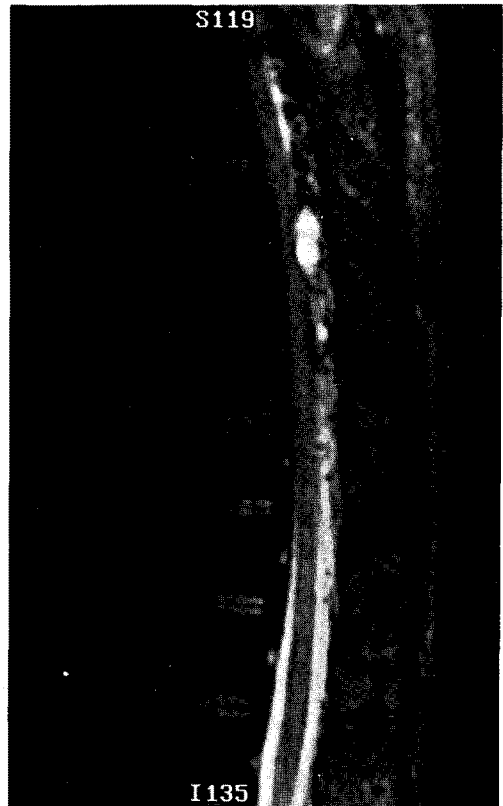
Magnetic resonance imaging of the thoracic spine. An area with high signal intensity at T_{8,9} interspace is compatible with epidural hematoma.
